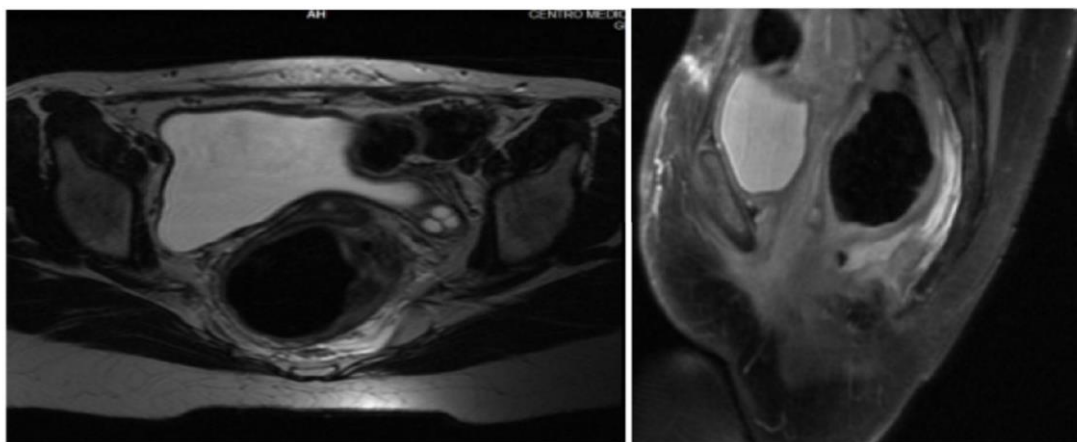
Resonancia magnética nuclear de pelvis corte axial y sagital.
